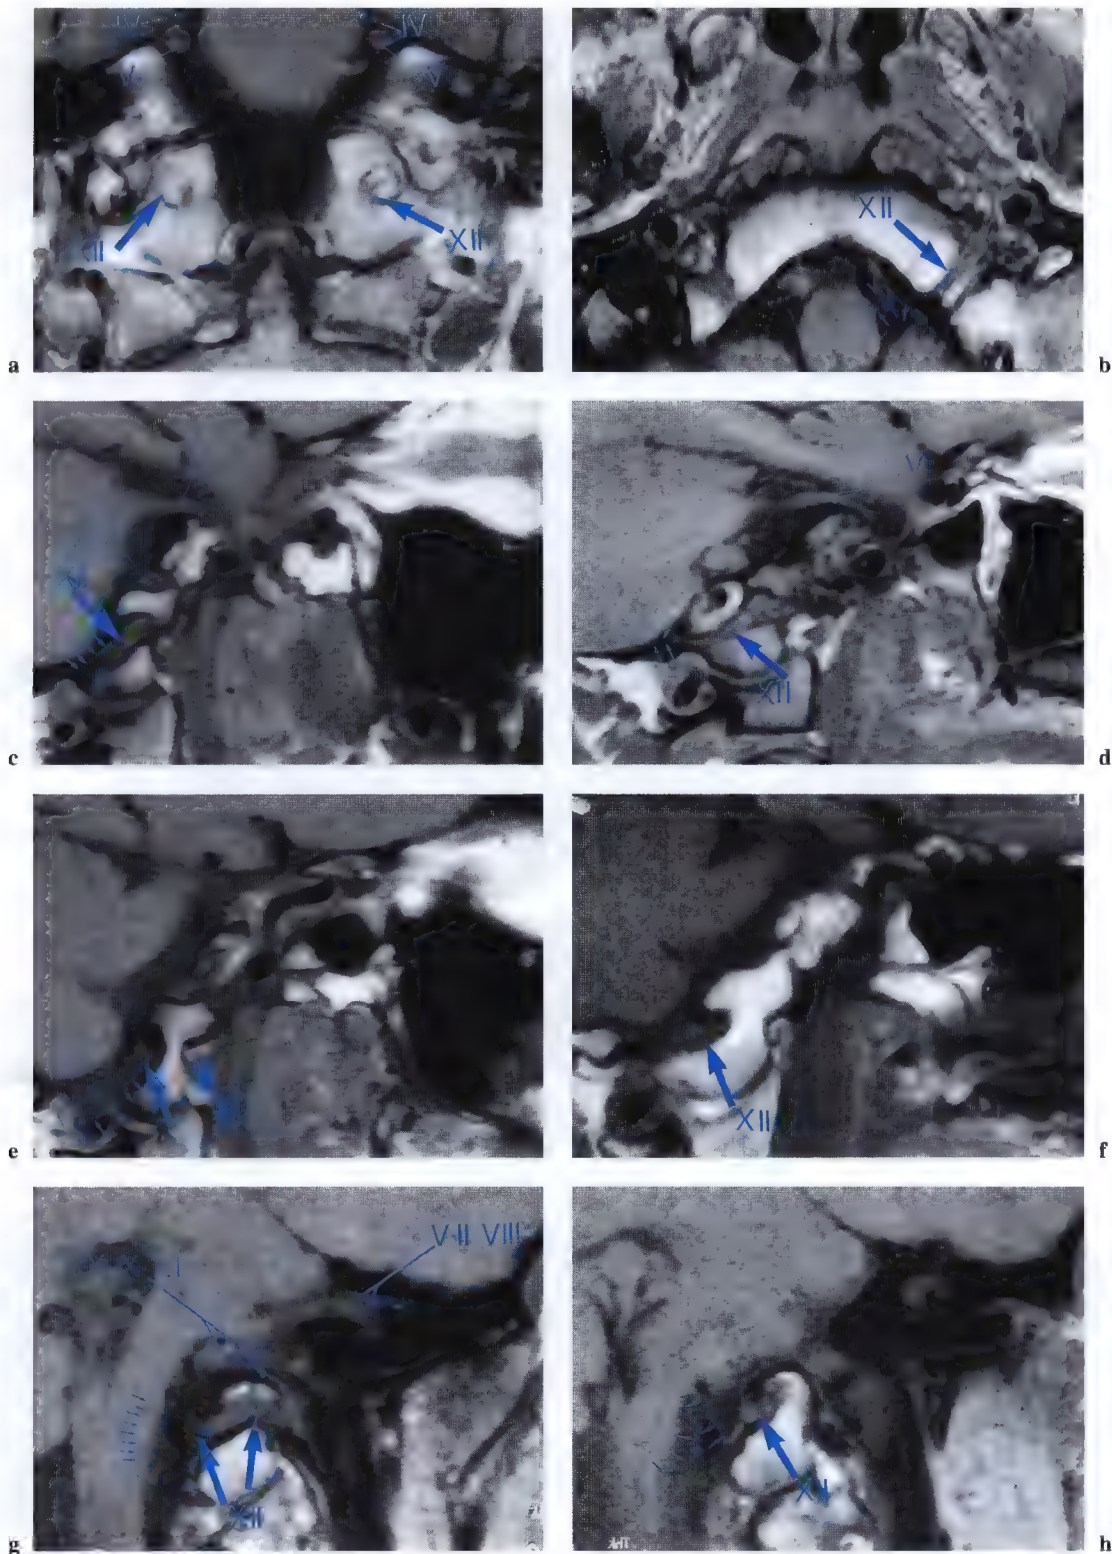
a – h. Imagerie par résonance magnétique (IRM) en vues frontale, axiale, sagittales et obliques du nerf hypoglosse au niveau de son origine apparente (olivaire) et sa traversée dans le canal de l'hypoglosse (XII); nerf hypoglosse (*flèche*); filets radiculaires du nerf hypoglosse (*petites flèches*). (IRM: Dr. J.W. Casselman, A.Z. St-Jan, Bruges, Belgique)
